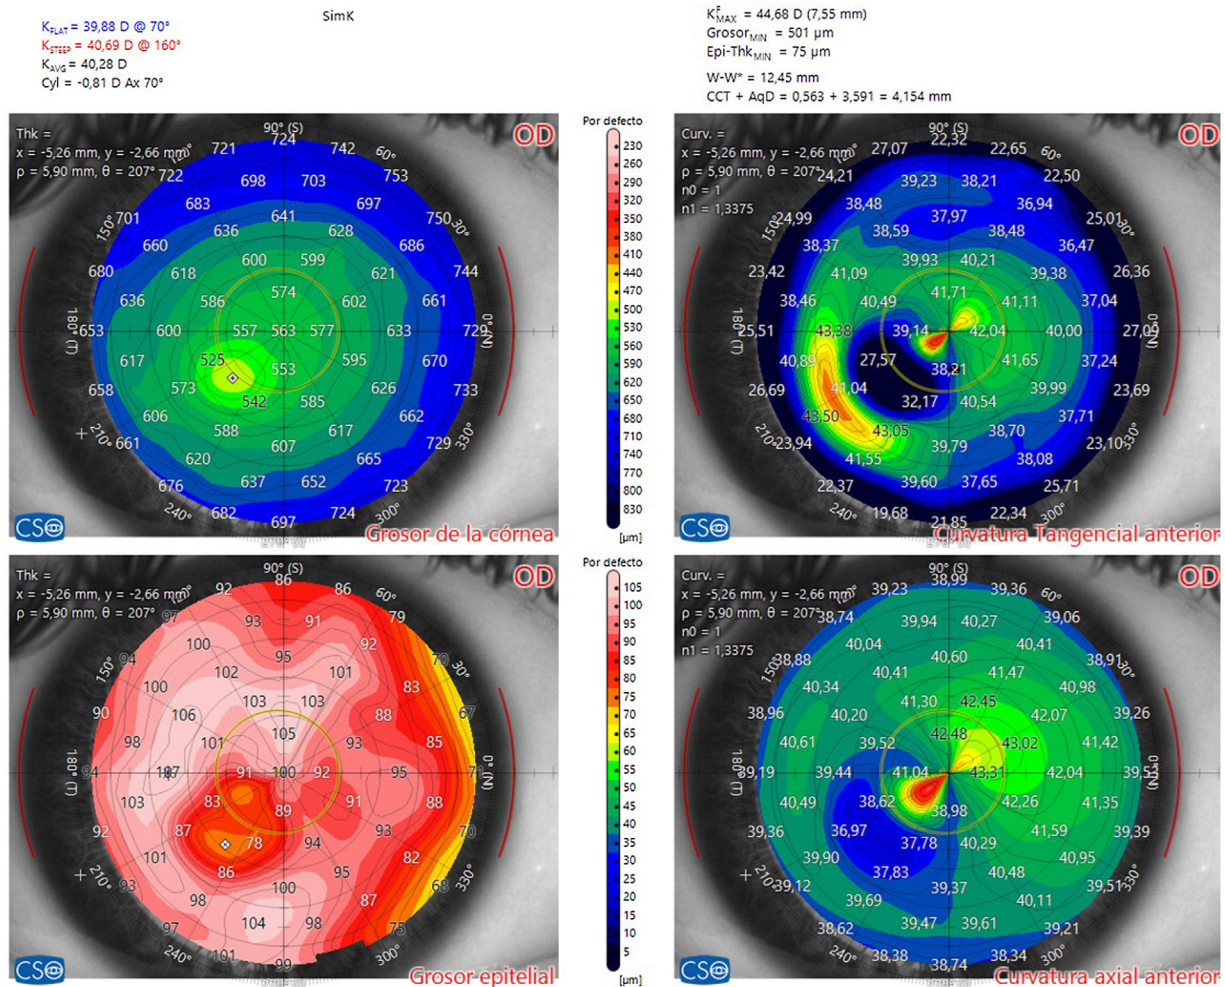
Tomografía corneal: adelgazamiento y aplanamiento corneal en el área de la lesión.
